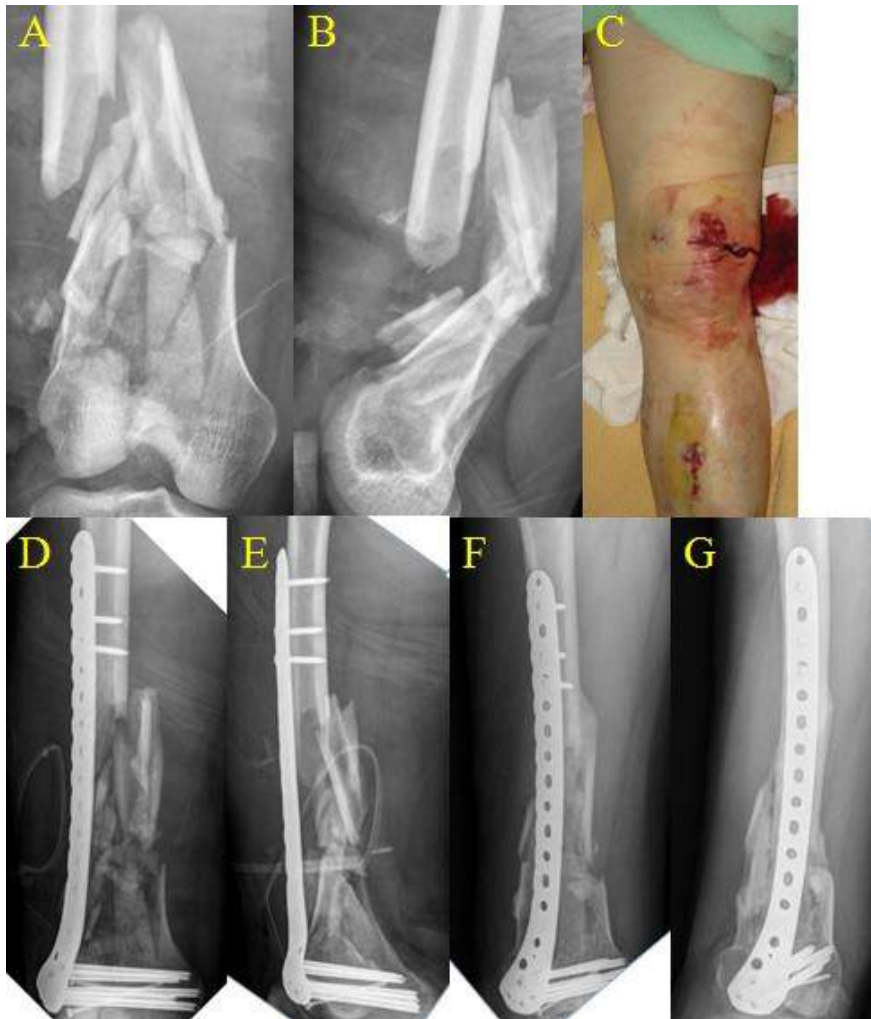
52 year-old female patient with traffic accident, (A,B,C) Initial x-rays show right distal femur open fracture, A0 33-C3, Gustilo-Anderson II. (D,E) Immediate postoperative x-ray show closed reduction and internal fixation with LCP 14H (F,G) Postoperative 6 months X-ray show bone union.
